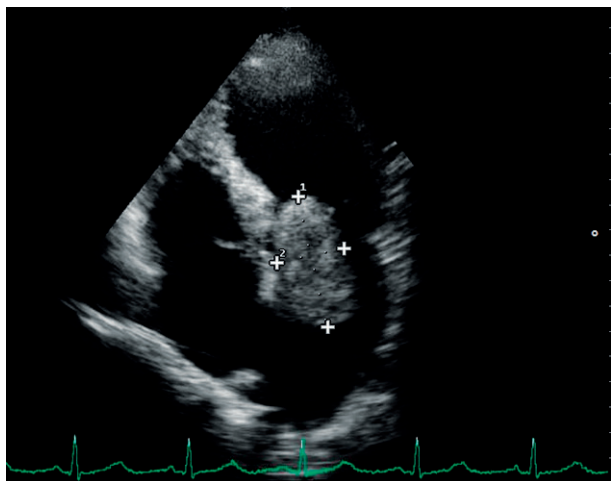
Трансторакальная эхокардиография. Миксома левого предсердия при трансторакальной эхокардиографии.
